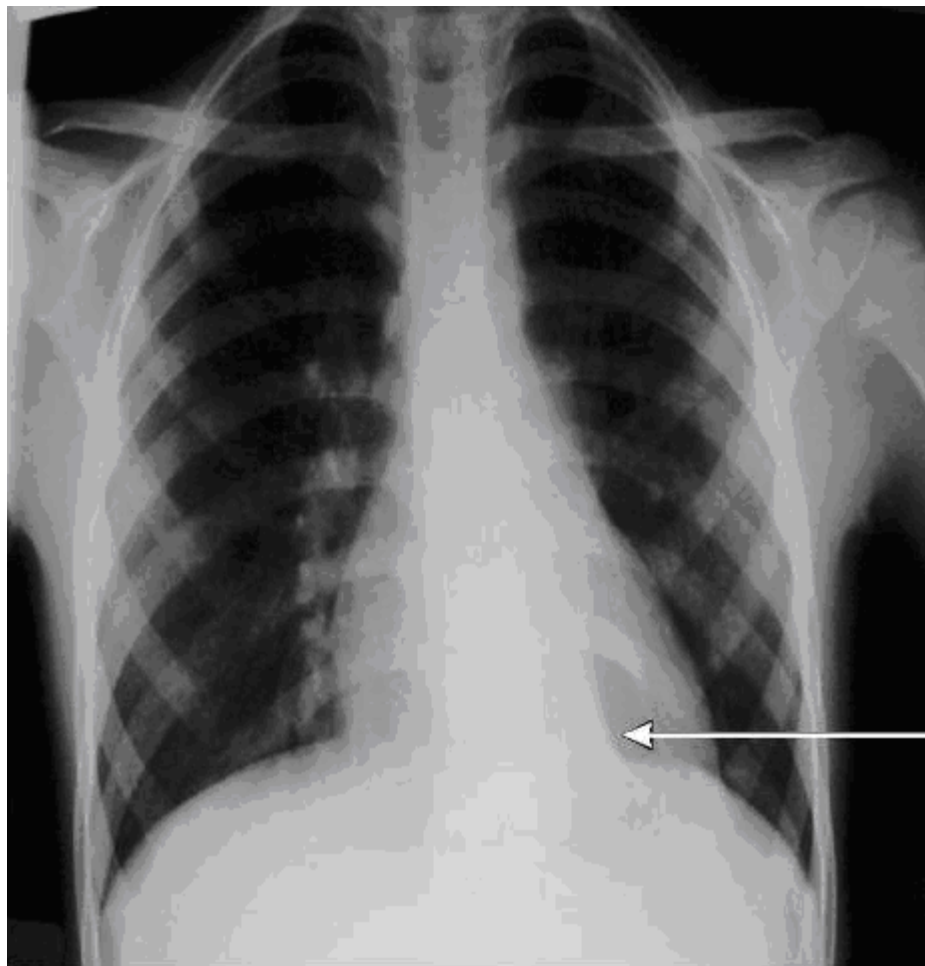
Коллапс нижней доли слева виден через тень сердца как двойной силуэт. В некоторых случаях можно видеть, что левый главный бронх отходит под более острым углом, на данном рентгеновском снимке не виден.
